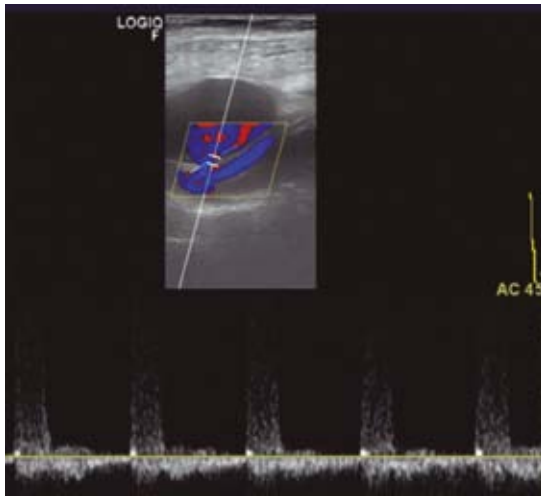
Doppler espectral: lesión con características de pulsatilidad.
